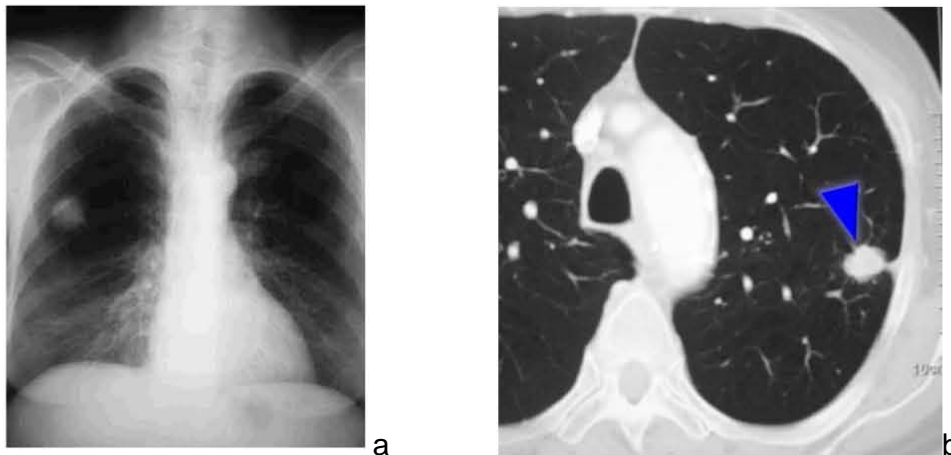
NPS. (a) Teleradiografía de Tórax con NPS en lóbulo superior del pulmón derecho, aparentemente con márgenes especulados. (b) La TC en un paciente distinto determina con mayor exactitud la localización y sus características morfológicas.
